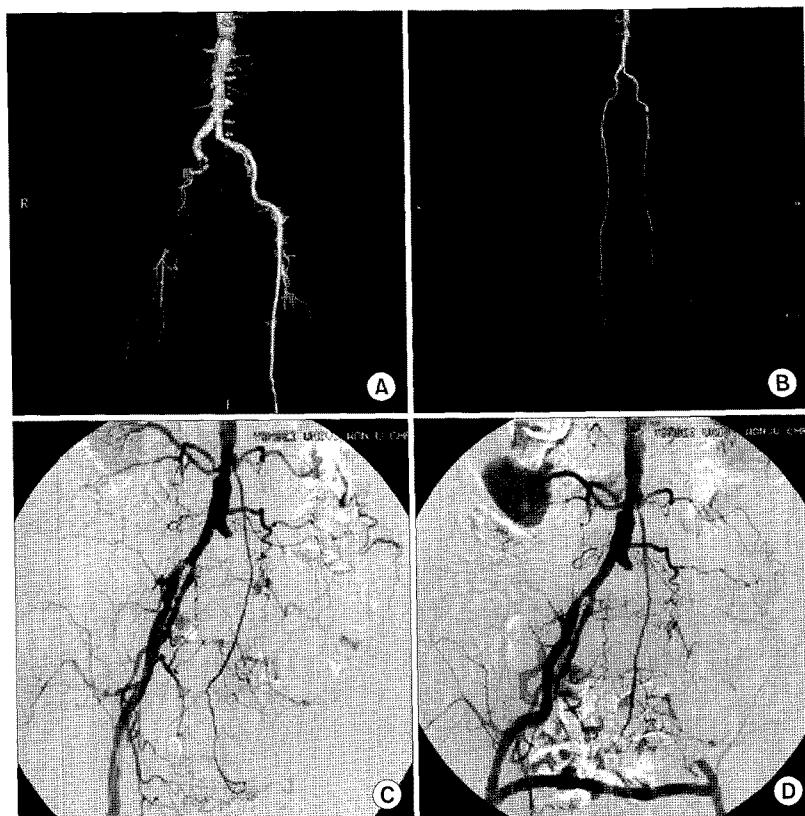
(A, B) Group 1, Simple Fogarty thromboembolectomy case. CT angiogram shows right common iliac artery total occlusion (A). After simple Fogarty thromboembolectomy, CT angiogram shows patent common iliac artery (B). (C, D) Group 2, Bypass plus Fogarty thromboembolectomy case. Angiogram shows left common iliac and femoral artery total occlusion (C). After Fogarty thromboembolectomy, bypass graft was performed and angiogram shows patent graft and left femoral artery (D).
